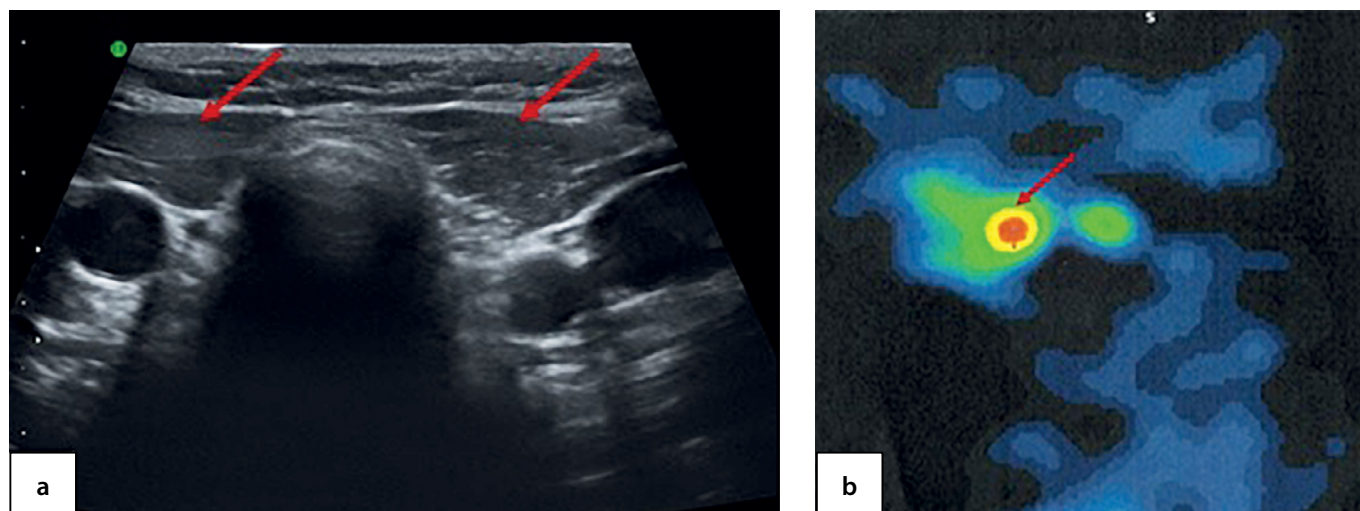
Пустое ложе ЩЖ у ребенка 6,5 года по данным УЗИ (а) и остаточная ткань ЩЖ, эктопированная в корень языка, по данным скintiграфии с ^{99m}Tc -пертехнетатом в режиме ОФЭКТ (b).
